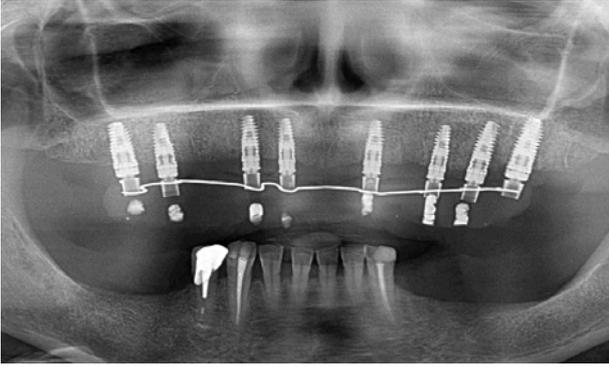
Radiographie panoramique réalisée en 2013
